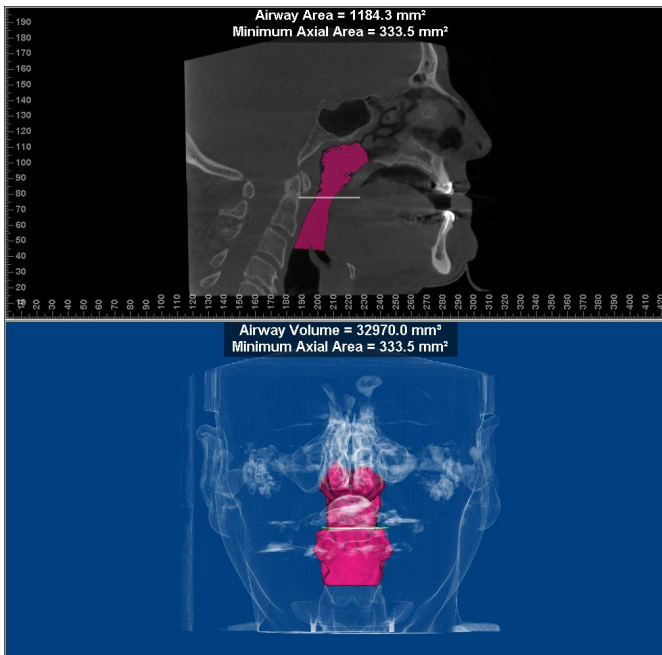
Resultado digital del Área, Volumen y Área mínima axial de la vía aérea, en un estudio de Cone Beam, mediante el programa *Dolphin Imaging & Management Solutions, Chatsworth Calif. versión 11.7* en vistas sagital y coronal, con Dispositivo de Avance Mandibular.
